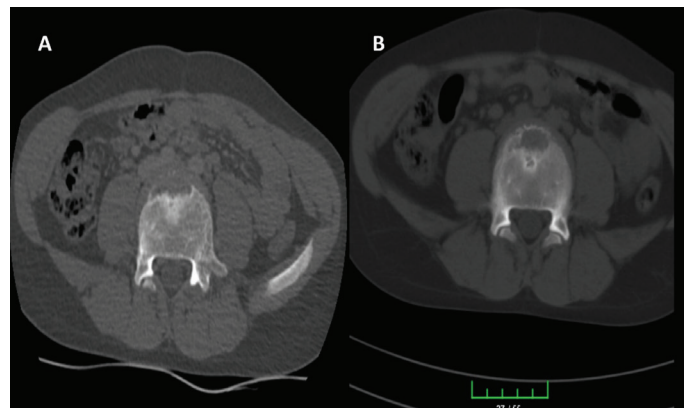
CT images of SN taken in event date (A) and 11th month of event (B)
